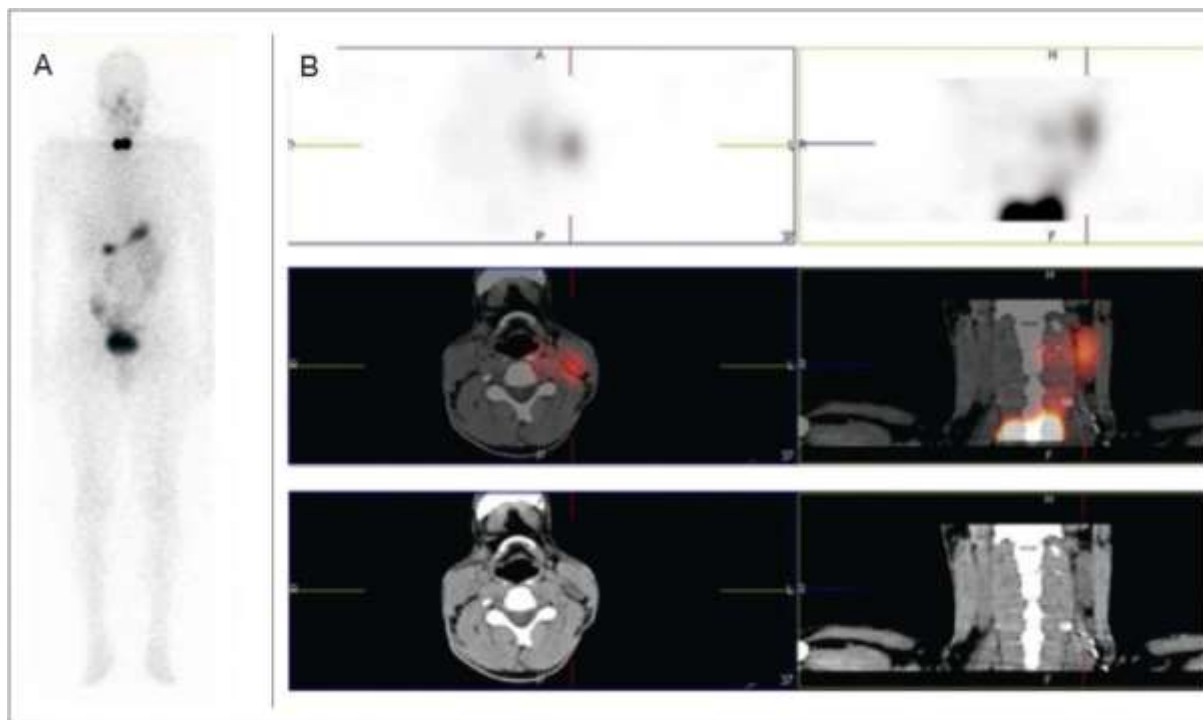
Patient opéré puis traité par 3700 MBq d'iode 131 pour un carcinome papillaire bifocal du lobe gauche avec envahissement ganglionnaire jugulo-carotidien gauche et central gauche, classé pT2N1b. (A) Balayage corps entier, visualisation de foyers cervicaux dont l'aspect est en faveur de résidus thyroïdiens banaux. (B) Sur la tomoscintigraphie couplée à la TDM, visualisation d'un foyer ganglionnaire peu intense mais suspect jugulocarotidien gauche de 10 x 20 x 40 mm, qui correspondait à une adénopathie secondaire kystisée, ayant nécessité un complément de curage ganglionnaire. (77)
